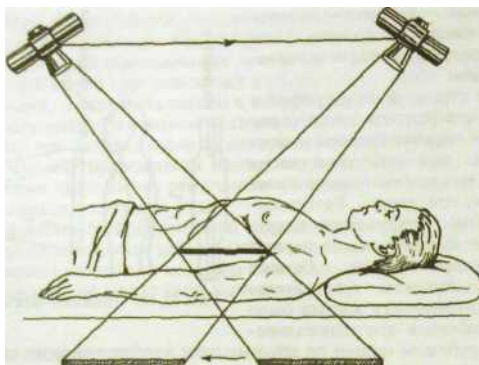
Принцип традиционной (линейной) томографии.
